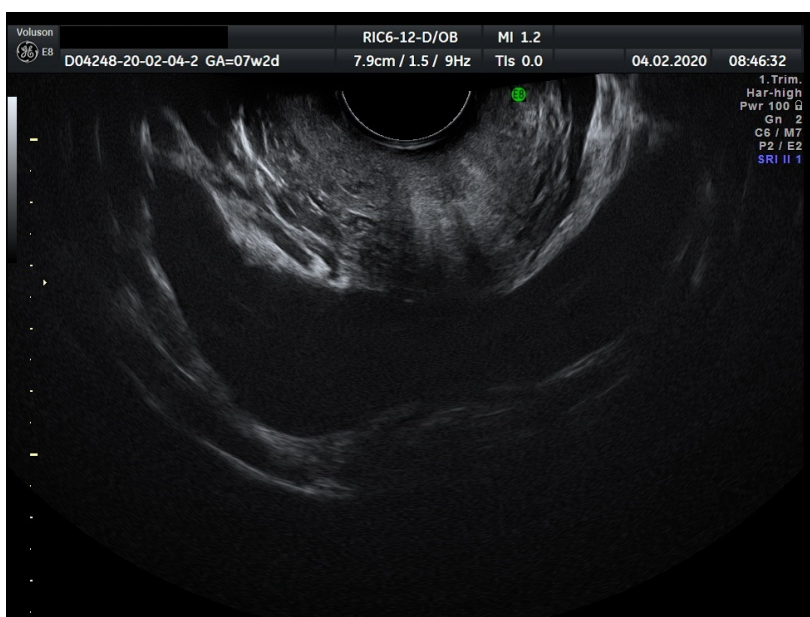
Obraz ultrasonograficzny ciąży jajowodowej – „blob sign”
